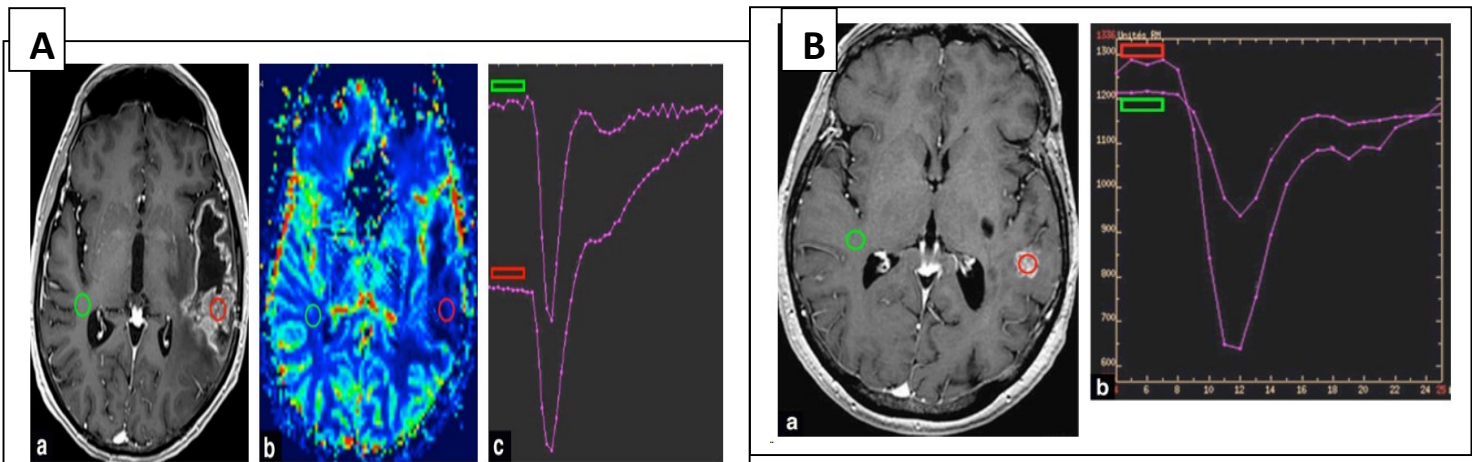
A- Radionécrose : courbe de premier passage d'un chélate de gadolinium. Métastase cérébrale gauche traité par chirurgie puis SBRT .IRM de contrôle réalisée 3 mois après le début de la RT. Apparition d'une vaste nécrose lésionnelle et de nouvelles prises de contraste. Les paramètres de la courbe ($rVSC = 0,9$; $PRS = 100$; $rHP = 0,72$) sont en faveur d'une radionécrose confirmée par la régression secondaire des prises de contraste.
